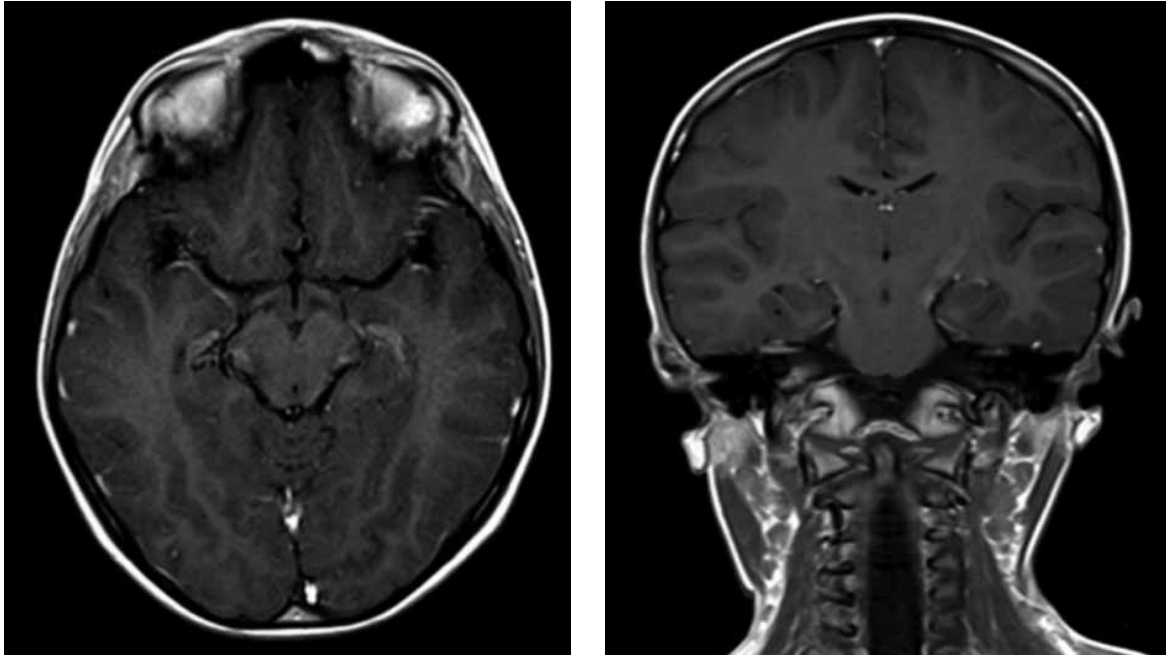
Resonancia magnética. La secuencia ponderada en T1, después de la administración de contraste, muestra captación anómala de la sustancia de contraste en las mismas regiones que la resonancia en secuencia inversión recuperación para atenuación de fluidos libres (en la sustancia blanca periventricular bilateral y esplenio del cuerpo calloso, ganglios basales, aspecto lateral del mesencéfalo y la protuberancia).
